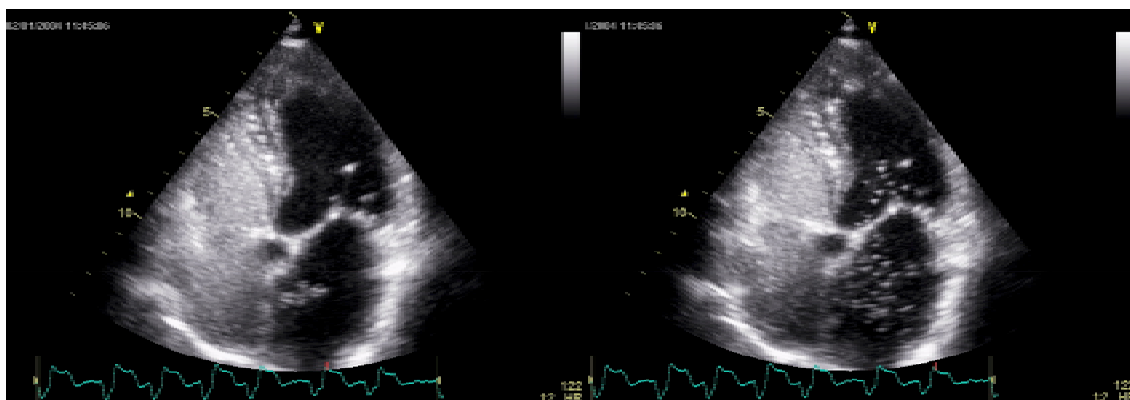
Ecocardiograma transtoràcic on es poden veure les cavitats dretes plenes de contrast, i les bombolles travessant el sèptum interauricular a l'alçada del FOP (imatge *esquerra*), omplint part de l'aurícula esquerra i travessant la vàlvula mitral (imatge *dreta*).
